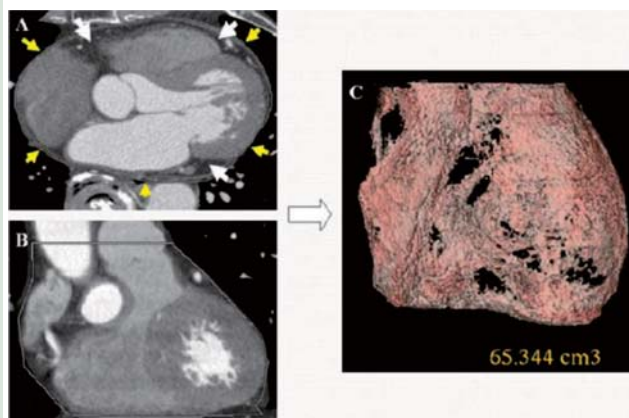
心臓CT検査で測定した心臓周囲脂肪。白い矢印が心臓周囲脂肪。（右）心臓周囲脂肪のvolume rendering像。Harada K, Amano T et al. Am J Cardiol 2011 Aug 1より抜粋
